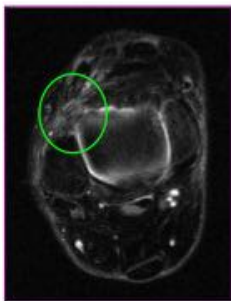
RM axial T2 sat fat: marcado engrosamiento del ligamento tibioperoneo anteroinferior
